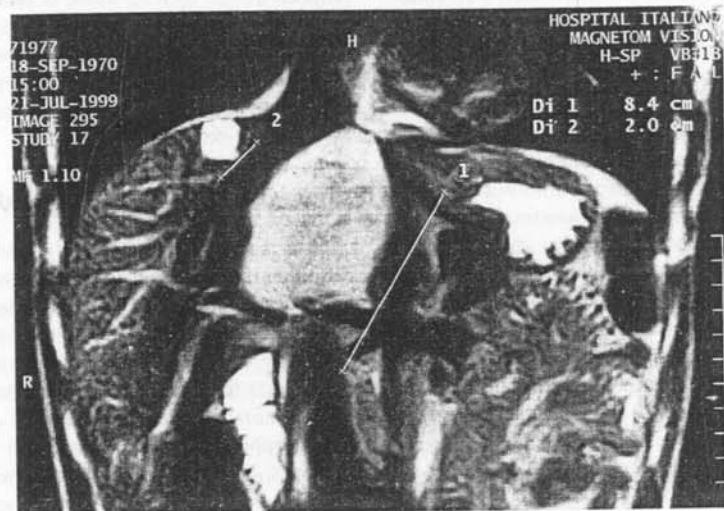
Resonancia magnética nuclear. Observese un hemangioma del lóbulo caudado.
